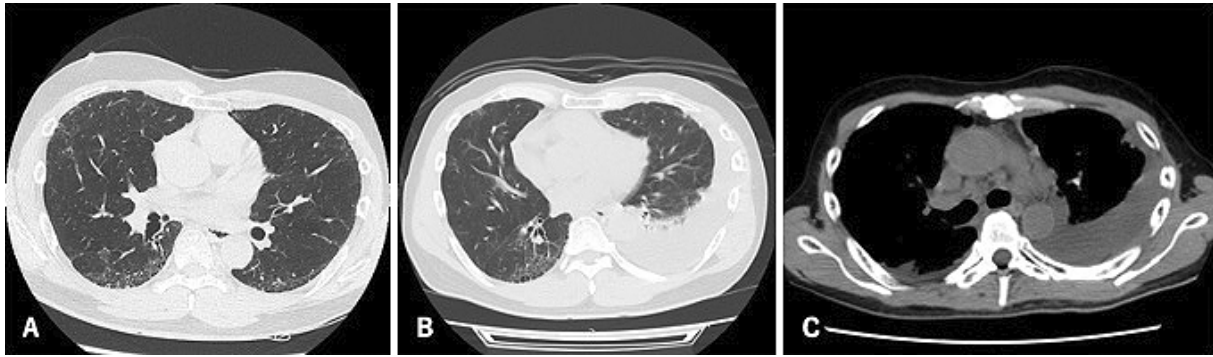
Chest computed tomography showing cystic changes and reticular shadows just below the pleura in February 2021 (A). Left-sided pleural effusion appeared, and no mass-like lesion was present in May 2021 (B, C).
